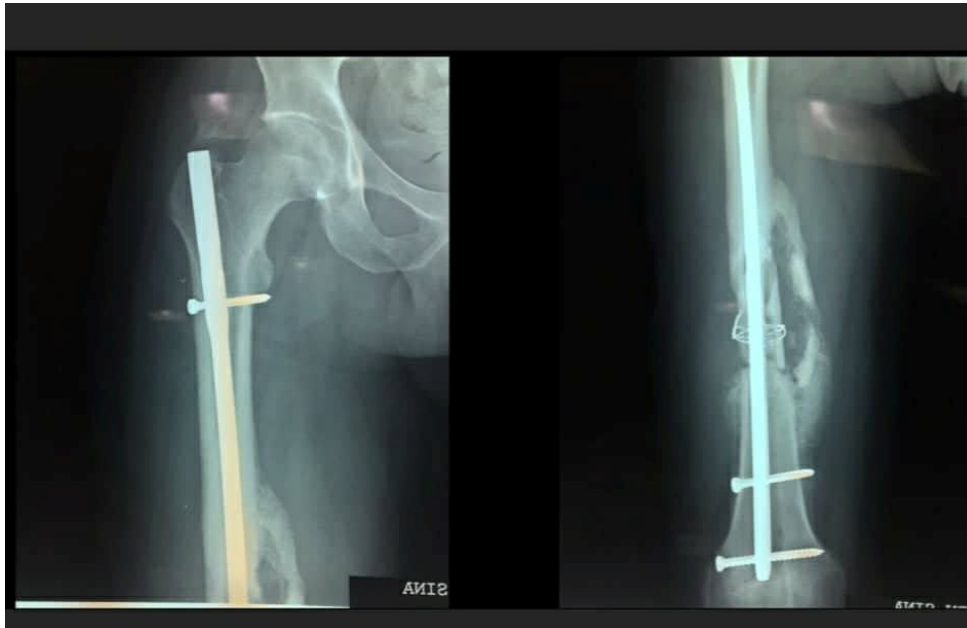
Radiographie d'une infection d'un clou gamma à staphylococcus aureus avec appositions périostées fémorales (flèches).
